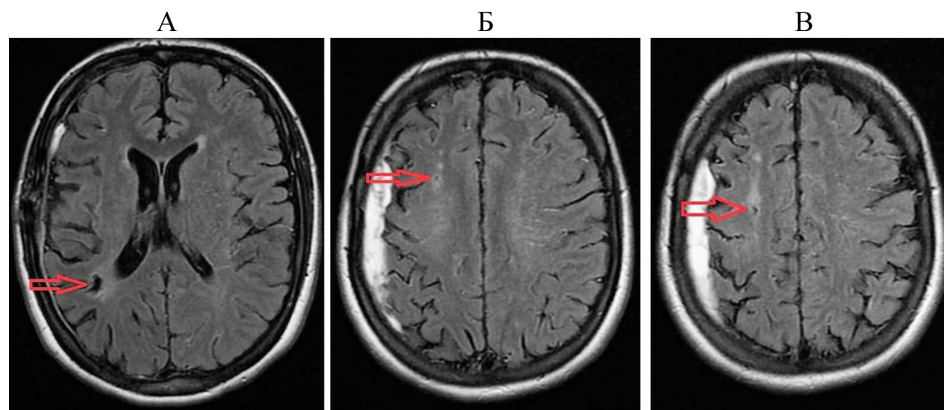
МРТ головного мозга в режиме Ax T2 FLAIR. Лакунарные инфаркты белого вещества правых(А) лобной(Б) и височной(В) долей
